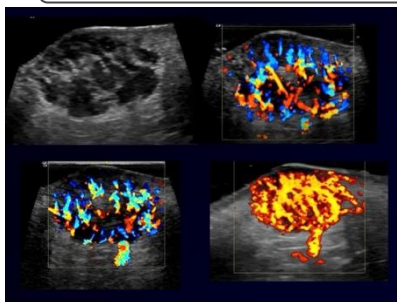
Imagem clínica de lesão cutânea eritematosa na hemiface direita e imagens de ultrassonografia dermatológica com transdutor de 22 MHz demonstrando lesão hipoeóica com intenso fluxo ao Doppler colorido e Power Doppler.
